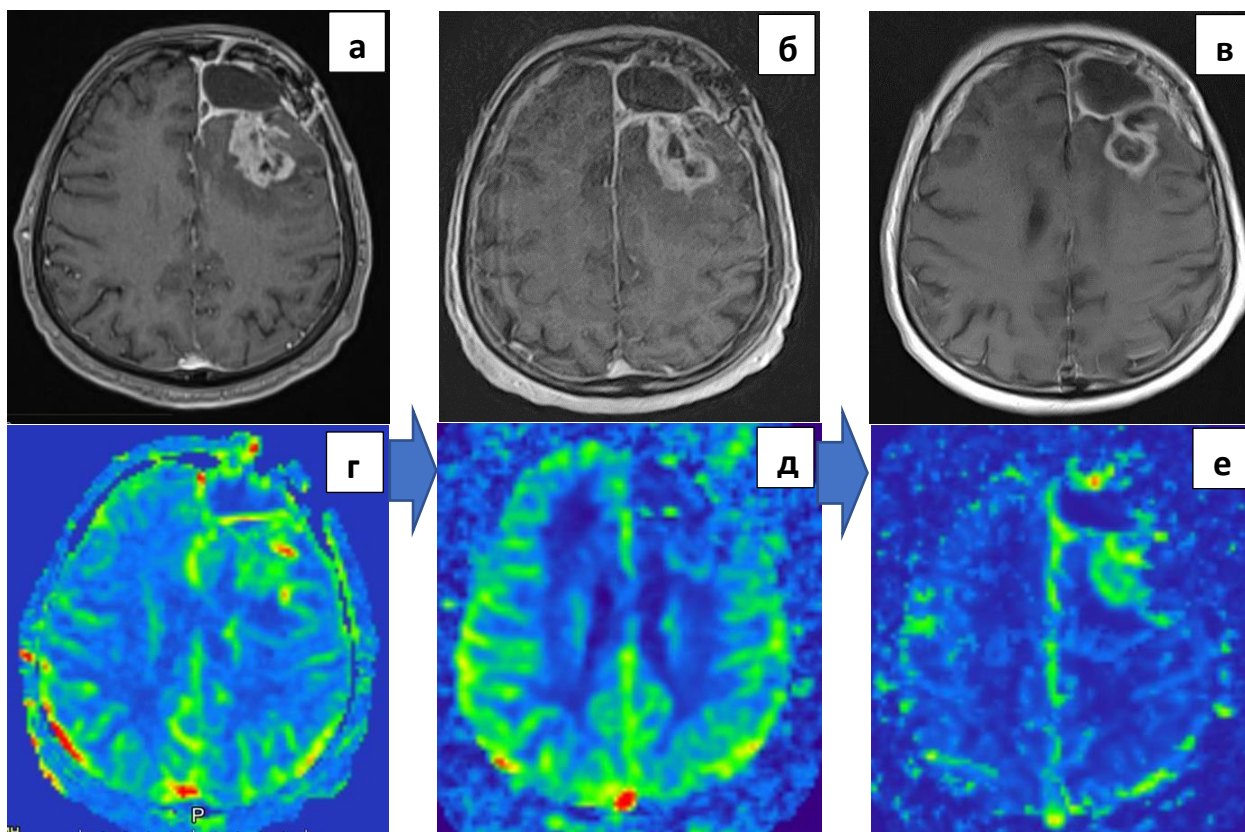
Клинический пример. Пациент X. 72 года. Глиобластома Grade IV левой лобной доли. Состояние после частичного удаления опухоли. Слева направо: изображение в T1+Gd (а) и перфузионная карта (б) до лучевой терапии и постепенное развитие лучевого повреждения в остаточной опухоли через 4 (в, г) и 7 (д, е) месяцев после ЛТ.
